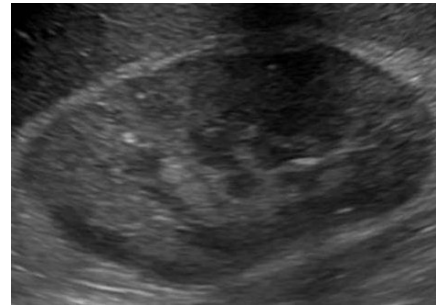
Acute pyelonephritis. Ultrasound scan (sagittal view) shows an enlarged right kidney with diffuse hyperechogenicity of the parenchyma and loss of differentiation.
